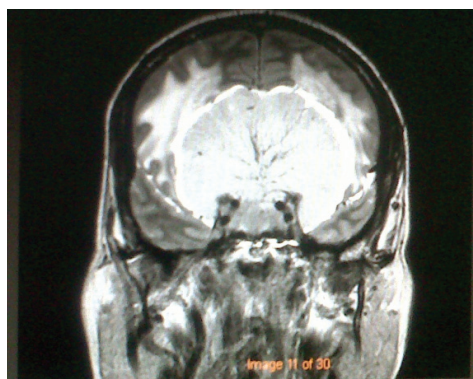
Resonancia magnética cerebral 2
